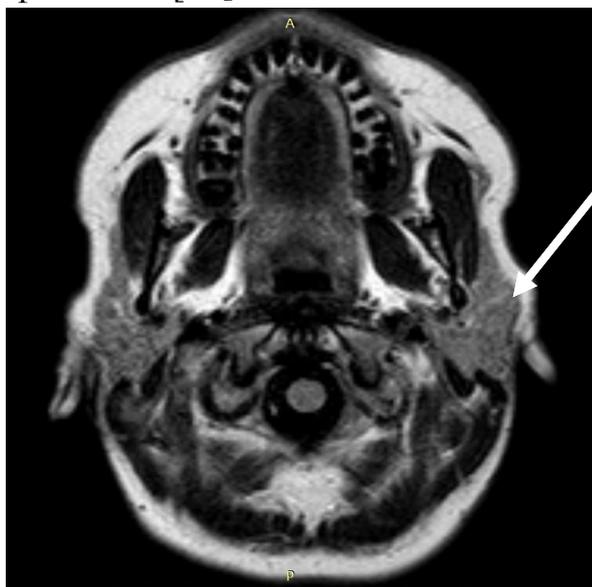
Увеличение околоушной железы и «матовость» структуры при обострении паротита на КТ
